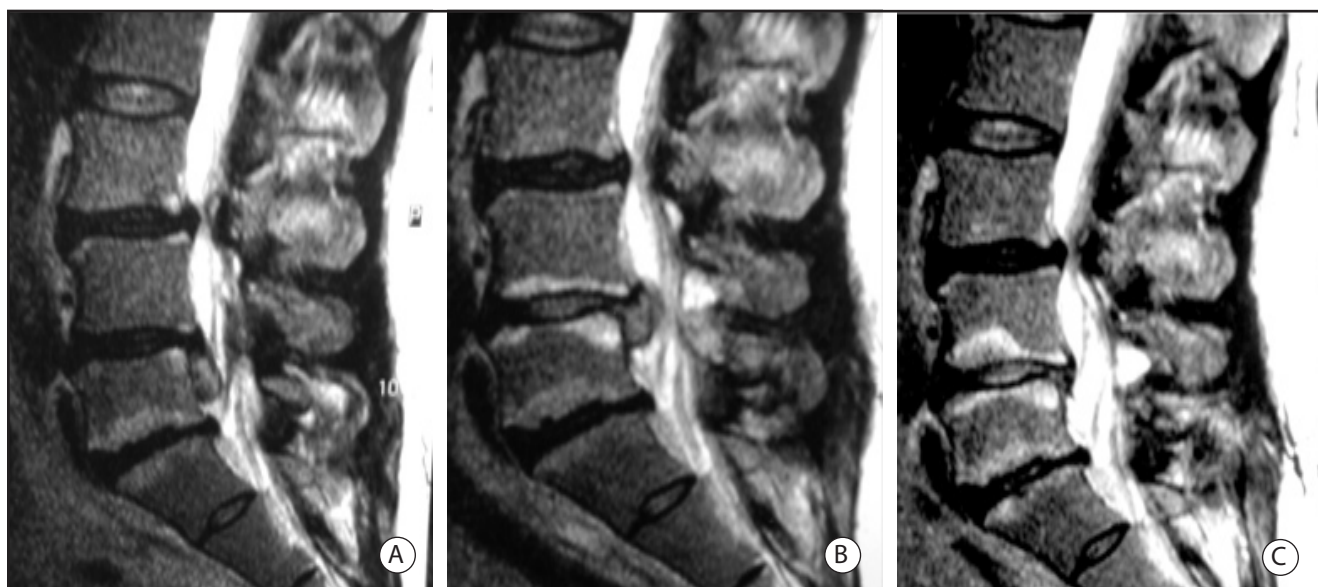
IRM con gadolinio: A. Prequirúrgica. B. Postoperatoria a los 2 meses C. Postratamiento con O₃ a los 6 meses, con desaparición completa de su hernia y sin cambios inflamatorios
